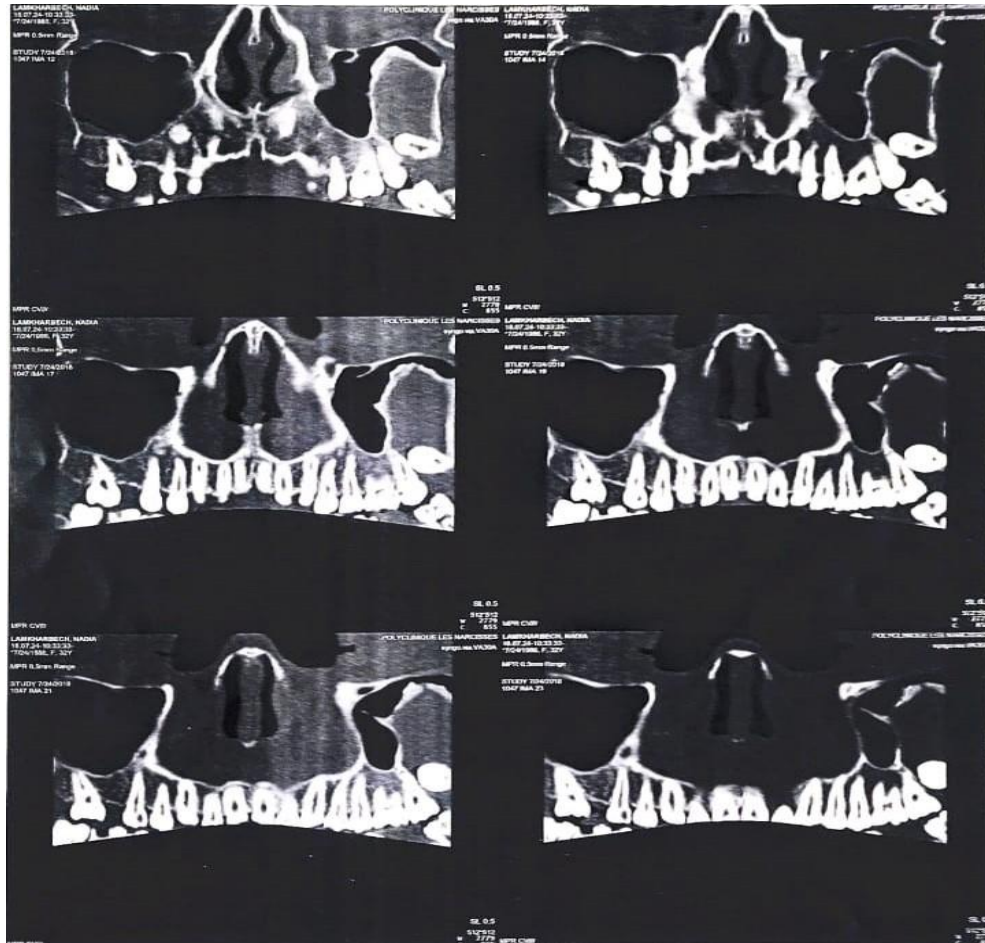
TDM faciale : Image kystique du maxillaire supérieur avec inclusion de la 28 dent dans le sinus maxillaire gauche [4]
